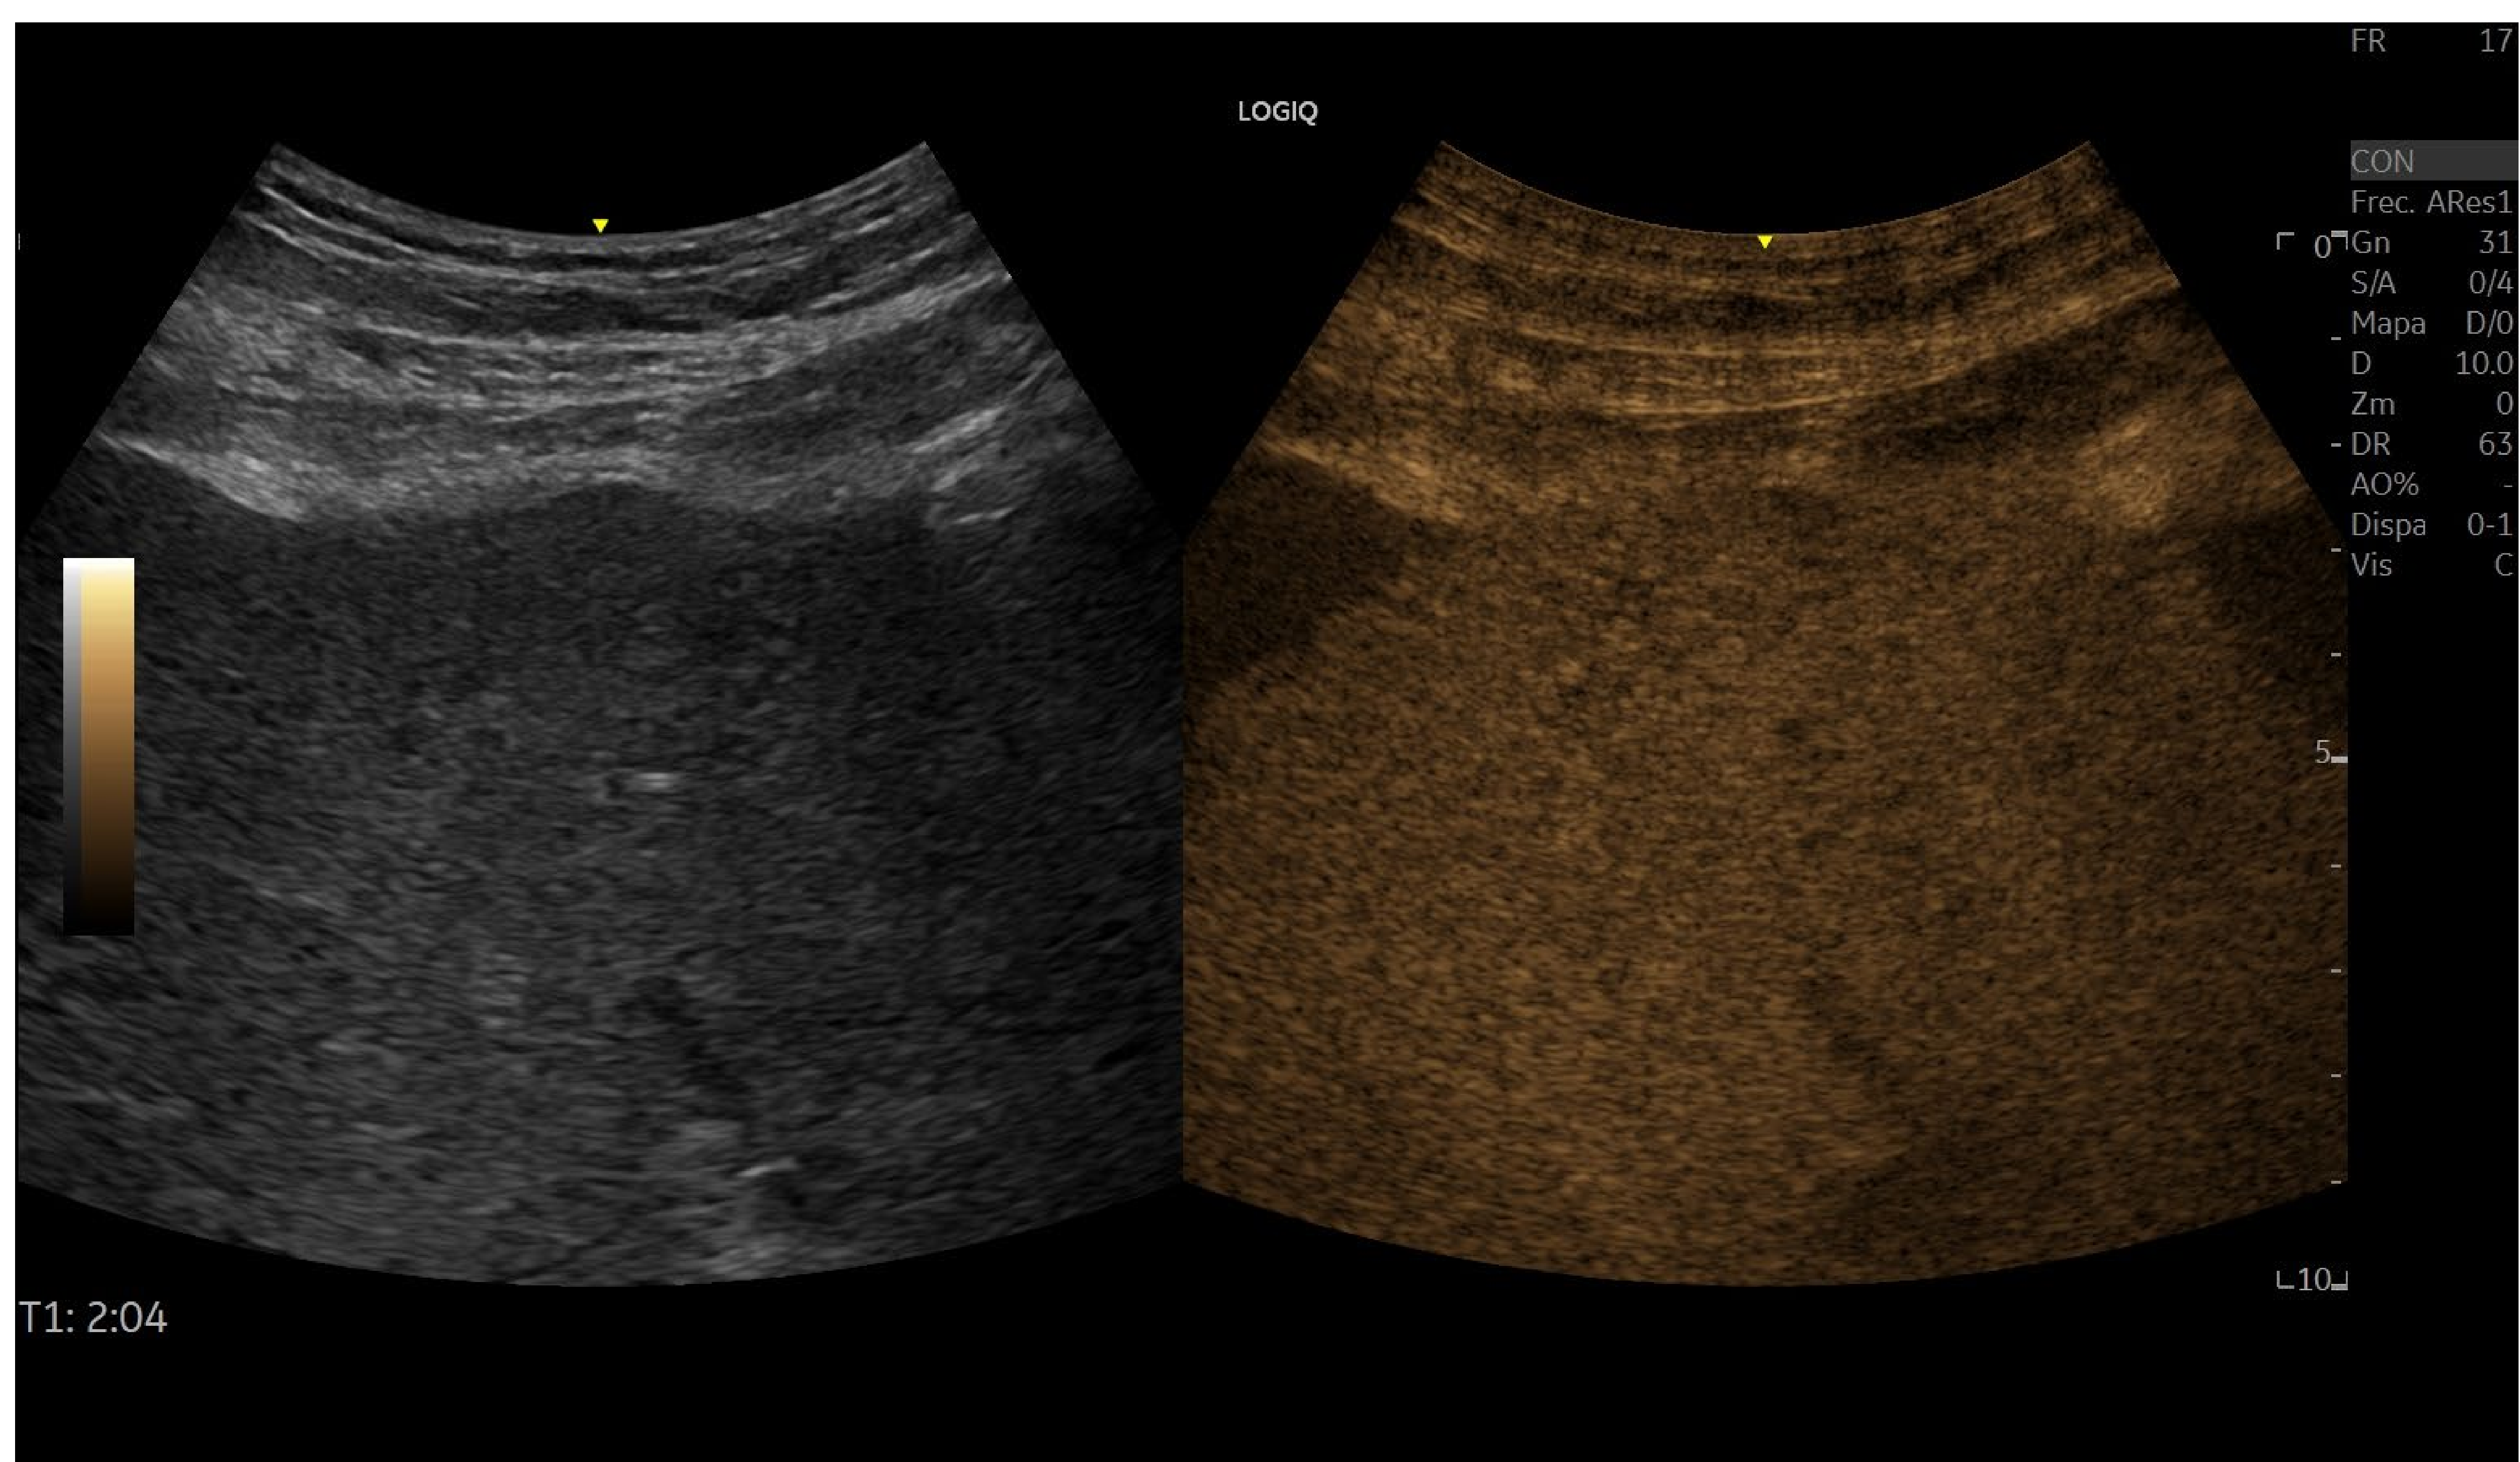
Imagen dual de estudio de ecografía con contraste, tomada en fase portal tardía (2 minutos), donde se visualiza un realce homogéneo del parénquima hepático con áreas periféricas de menor ecogenicidad y sin realce, en relación a líquido libre perihepático. Imagen del servicio de Radiodiagnóstico del HME.
